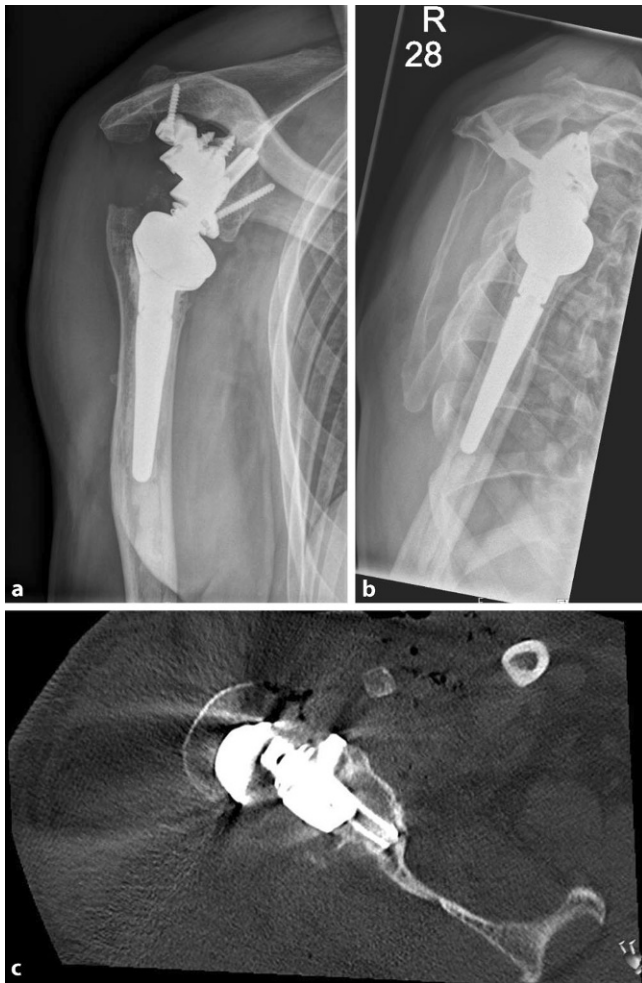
◀ a, b Postoperative Röntgenkontrolle (Patient 1) mit exakter Umsetzung der präoperativen Planung. Es erfolgte ein einzelziger Wechsel bei hinreichender präoperativer Computertomographie(CT)-Qualität (Abb. 1) und CT-Operationszeit von ca. 2,5 Monaten. c Dezierte Analyse der Positionierung mittels postoperativer CT-Kontrolle in axialer Rekonstruktion. Zentraler Zapfen liegt intraossär. Gutes Resultat im Hinblick auf Version und Rekonstruktion der Gelenklinie
